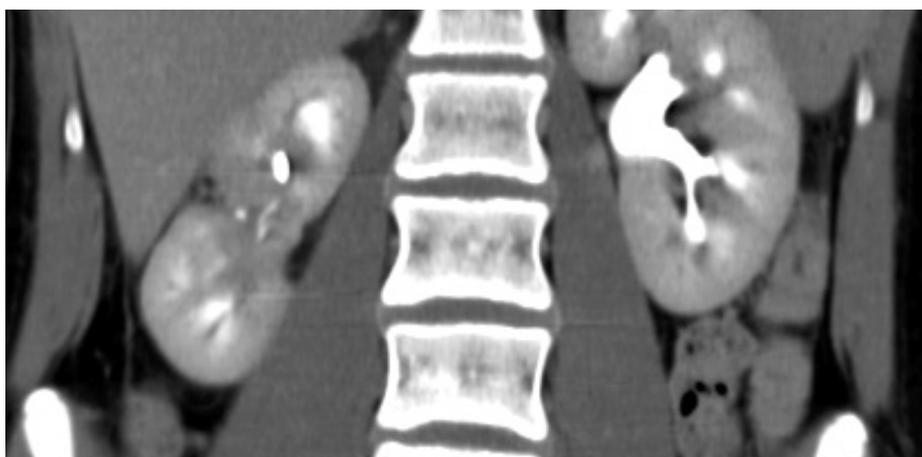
CT 6 Monate nach dem Unfall bei konservativem Management
